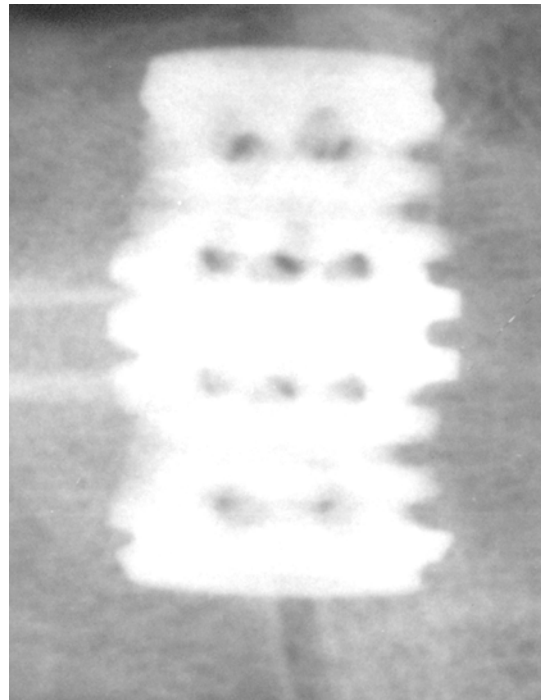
2. Radiographies latérales et postéro-antérieure de l'*Actipore* présentant un halo radio-transparent autour de l'implant.
